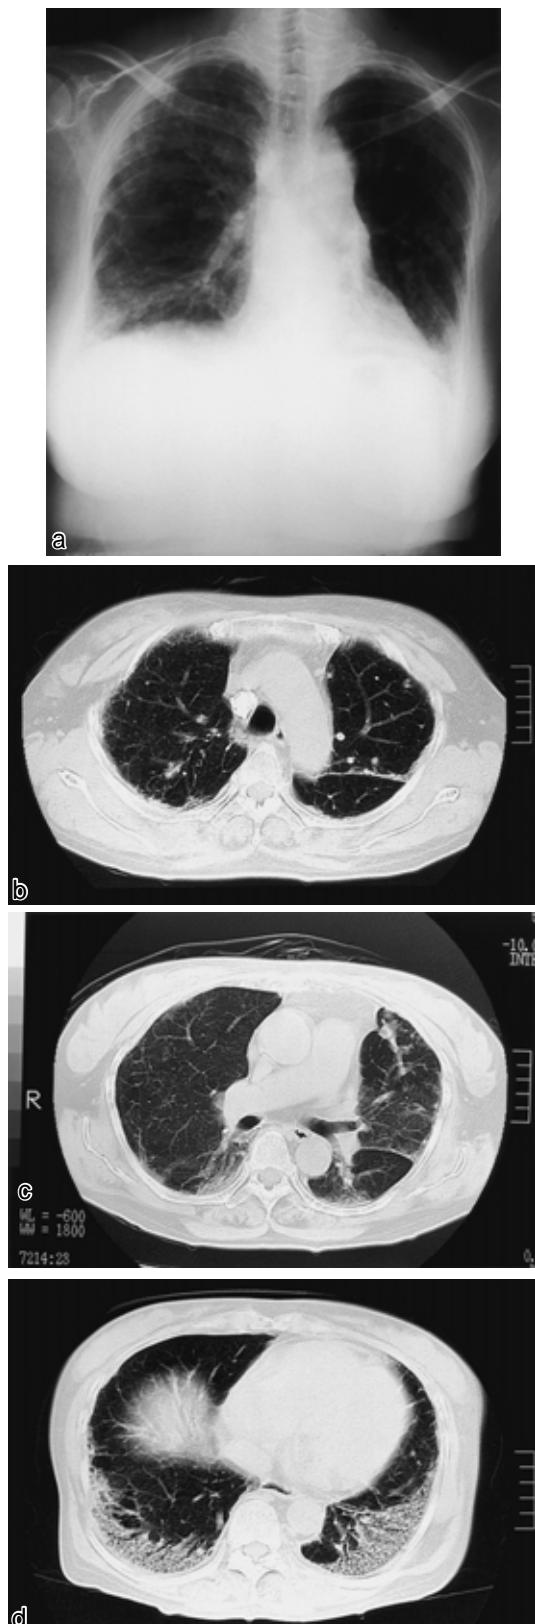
a) Chest radiograph after treatment (October 15, 1999) showing improvement of the infiltration in the right upper and left middle lung fields.
